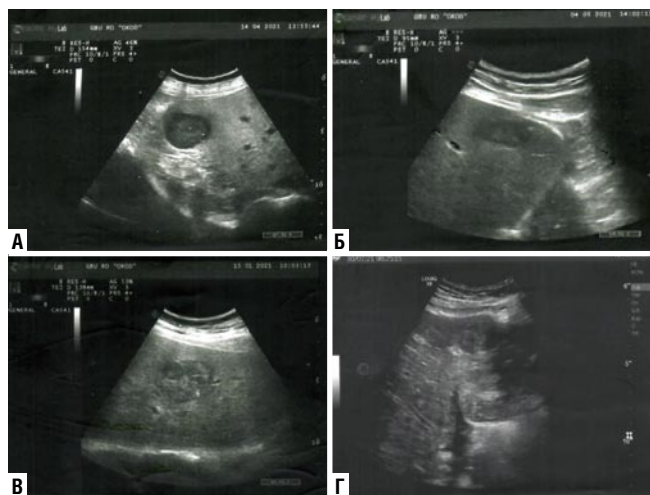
УЗИ. Метастазы в печень: А — подкапсульно в правой доле печени гипозоногенное образование с неровным анэхогенным ободком; Б — по нижнему краю левой доли печени гипозоногенное образование с неоднородной структурой, неровным анэхогенным ободком; В — в левой доле печени неоднородное, преимущественно, гипозоногенное образование с неравномерным анэхогенным ободком; Г — по нижнему краю печени подкапсульно гипозоногенное образование с неровным контуром.
